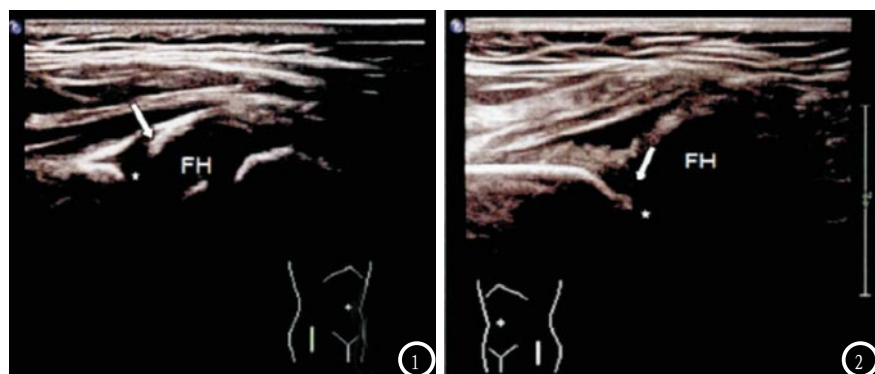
正常髋关节股骨头超声图,股骨头与髋臼为同心;图2 髋关节脱位超声图像可见孟唇为内翻,骨性白顶的边缘较扁,股骨头呈现完全脱位。
